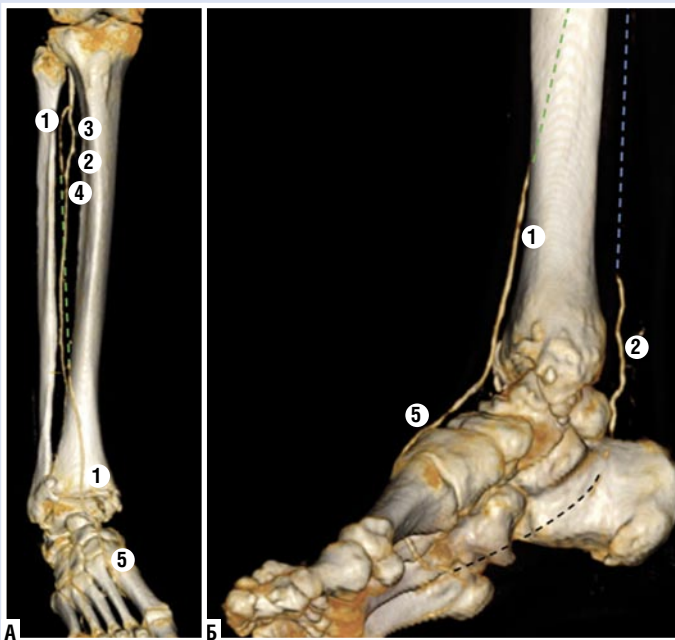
МСКТ – ангиография правой нижней конечности. А – Переднезадняя проекция голени и стопы. Б – Боковая(медиальная) проекция стопы и нижней части голени справа. Под цифрами: 1 – передняя большеберцовая артерия (ПББА); 2 – задняя большеберцовая артерия (ЗББА); 3 – тibiоперонеальный ствол (ТПС); 4 – малоберцовая артерия (МБА); 5 – артерия тыла стопы (АТС). Зеленой пунктирной линией отмечена окклюзия проксимального и среднего сегментов передней большеберцовой артерии (ПББА). Синей пунктирной линией отмечена окклюзия задней большеберцовой артерии (ЗББА) до дистального сегмента. Черной пунктирной линией отмечена окклюзия латеральной подошвенной артерии (ЛПА).
